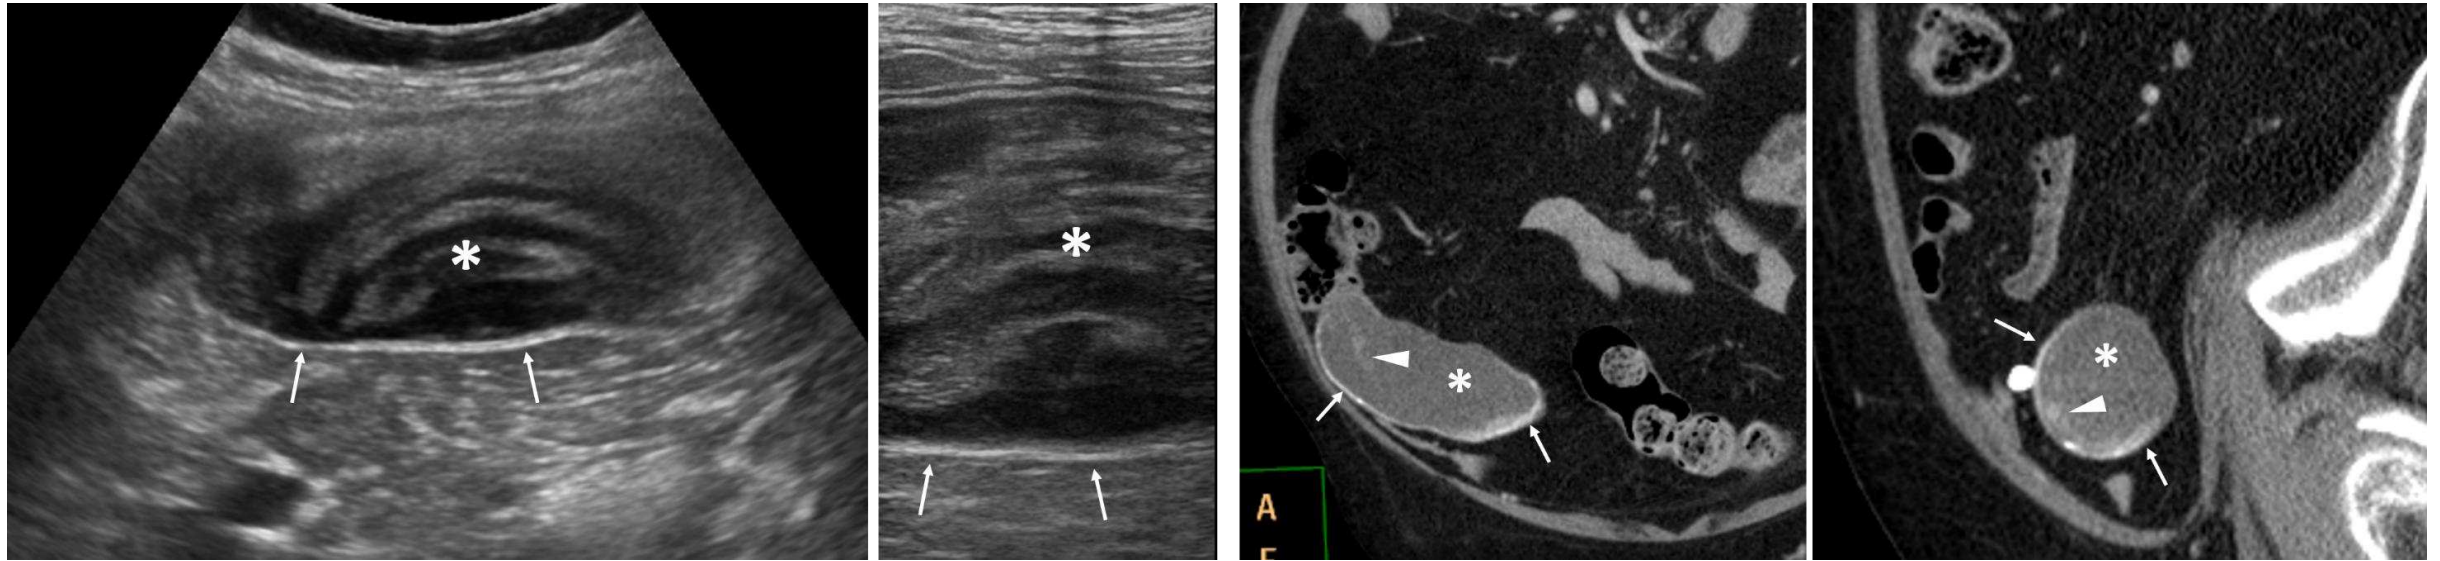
Mucocelos incidentales con presentación atípica con contenido atenuante. Fila superior. Mujer de 65 años con cólico renal. Apéndice dilatado lleno de contenido hipoecogénico, homogéneamente atenuante en TC sin contraste (*). Fila inferior. Mujer de 82 años con molestias abdominales inespecíficas. Apéndice dilatado y ocupado por material atenuante en TC con contraste (*), que en ecografía se comporta como ecogénico con sombra posterior (flechas), demostrando su calcificación. En ambos casos no se demostró neoplasia subyacente.
